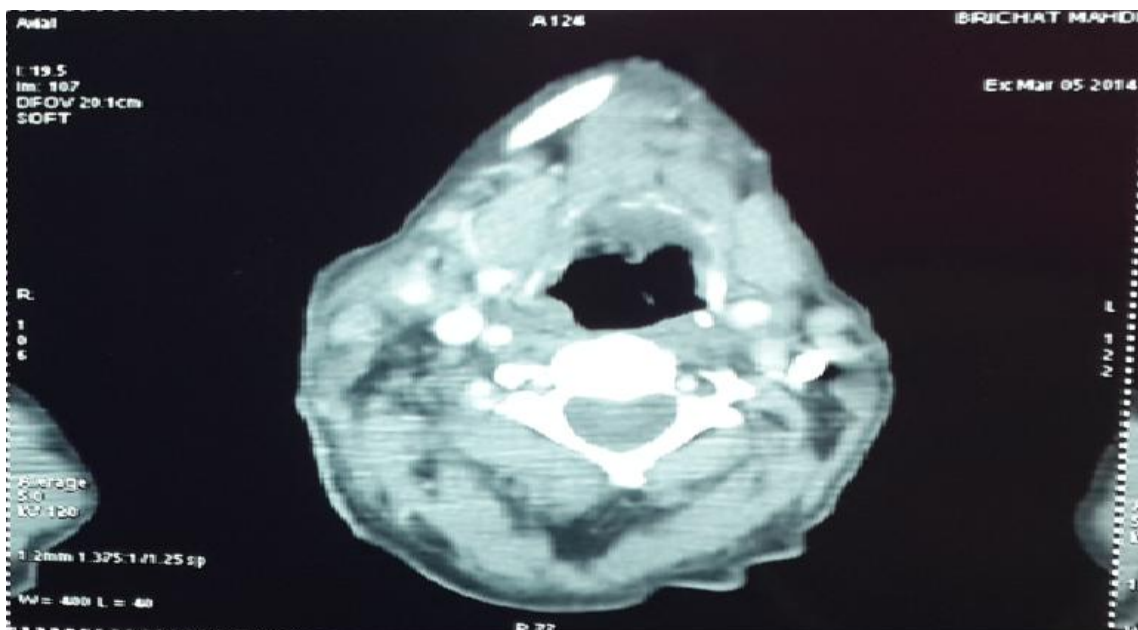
TDM maxillo-faciale , coupe axiale :montrant des adénopathies latéro-cervicales bilatérales.
